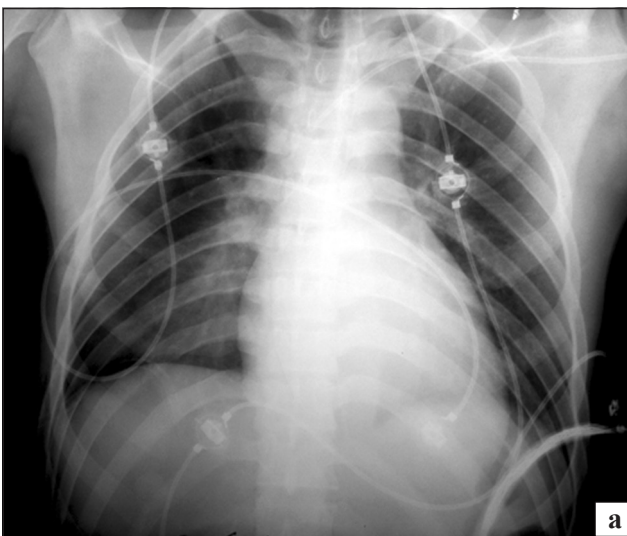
Фото рентгенограммы (а) пациента Т., 22 года, и ее увеличенный фрагмент (б)
